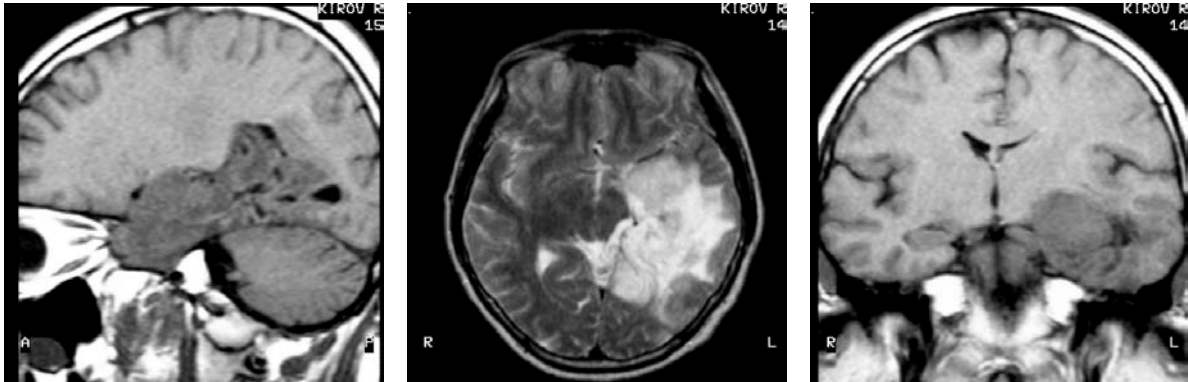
МРТ больного П. Срез головного мозга в 3 плоскостях.
